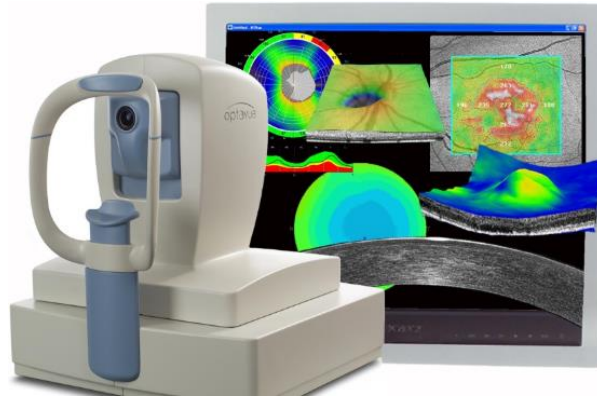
Máquina de tomografía de coherencia óptica con software incorporado. Imagen obtenida de “Dr. Alberto Ruiz” (<http://oftalmoruiz.com/oct-o-tomografia-de-coherencia-optica/>)
